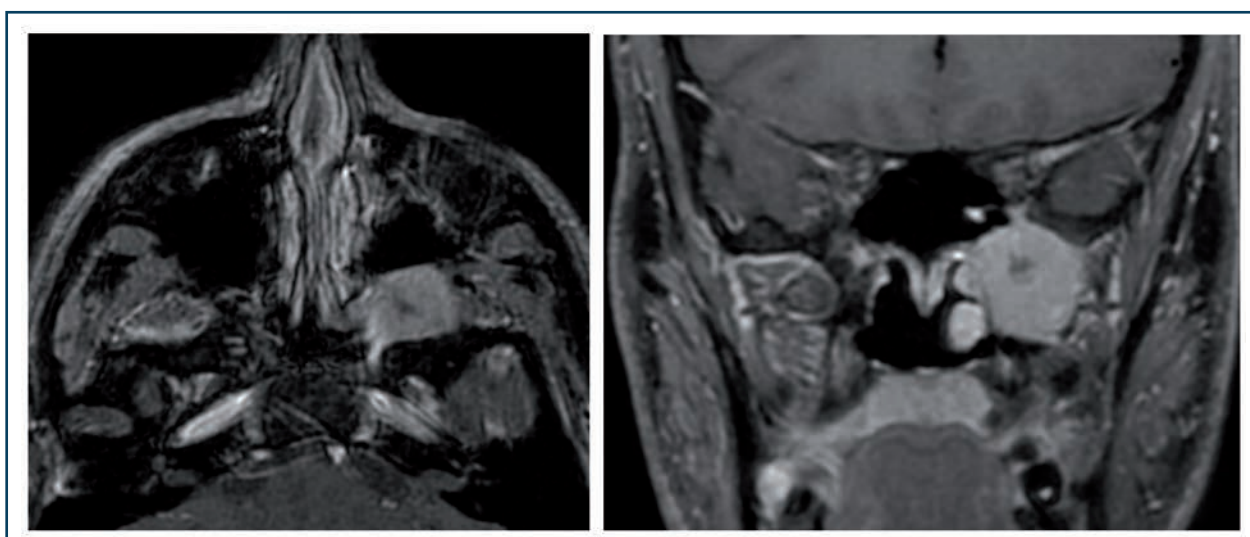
Schwannome du nerf trijumeau. IRM séquences axiale et coronale T1 FatSat injectées. Masse tumorale, bien limitée, centrée sur la fosse pterygo-palatine avec extension au foramen rotundum, présentant un rehaussement homogène faiblement kystique.
